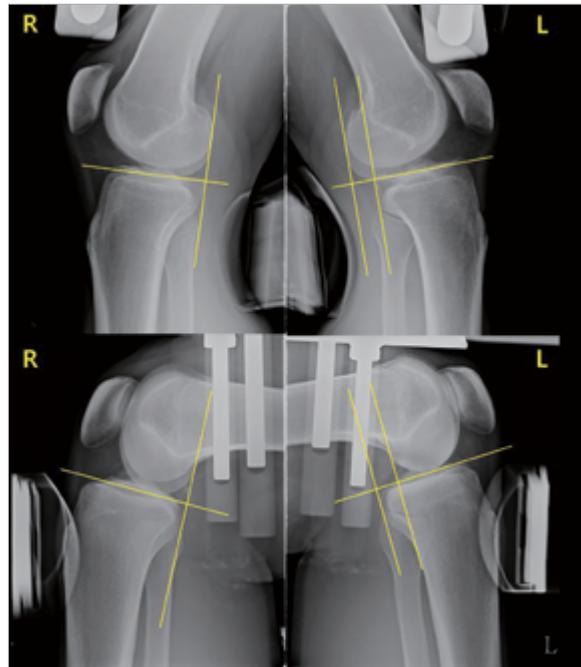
전방 및 후방 스트레스 방사선 촬영 사진.
